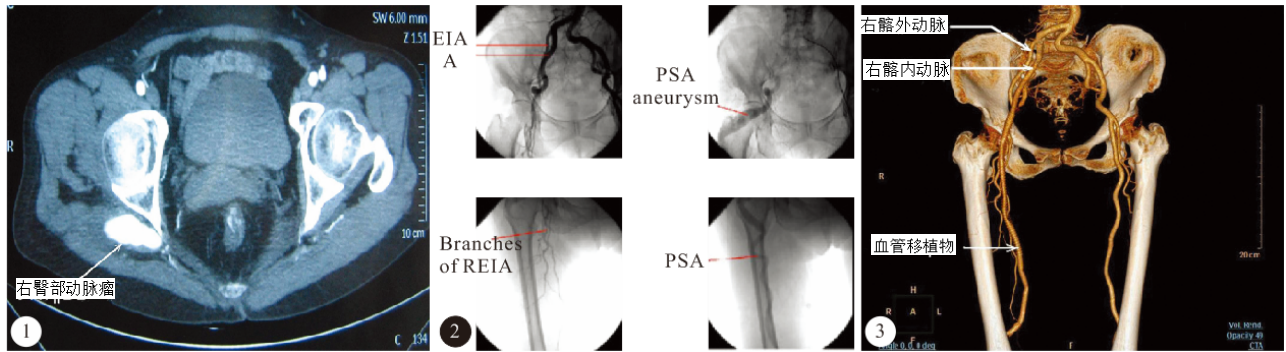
术前 CT 图 2 DSA (EIA:右髂外动脉, IIA:右髂内动脉, PSA aneurysm:永久性坐骨动脉瘤;Branches of REIA:右髂外动脉分支; PSA:永久性坐骨动脉) 图 3 术后 2 年 CT 血管造影
